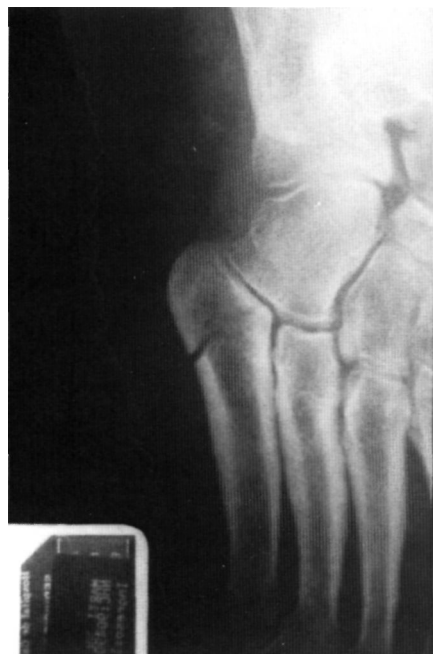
Radiografía inicial donde se aprecia trazo de fractura que afecta a la articulación metatarso-cuboidea.
